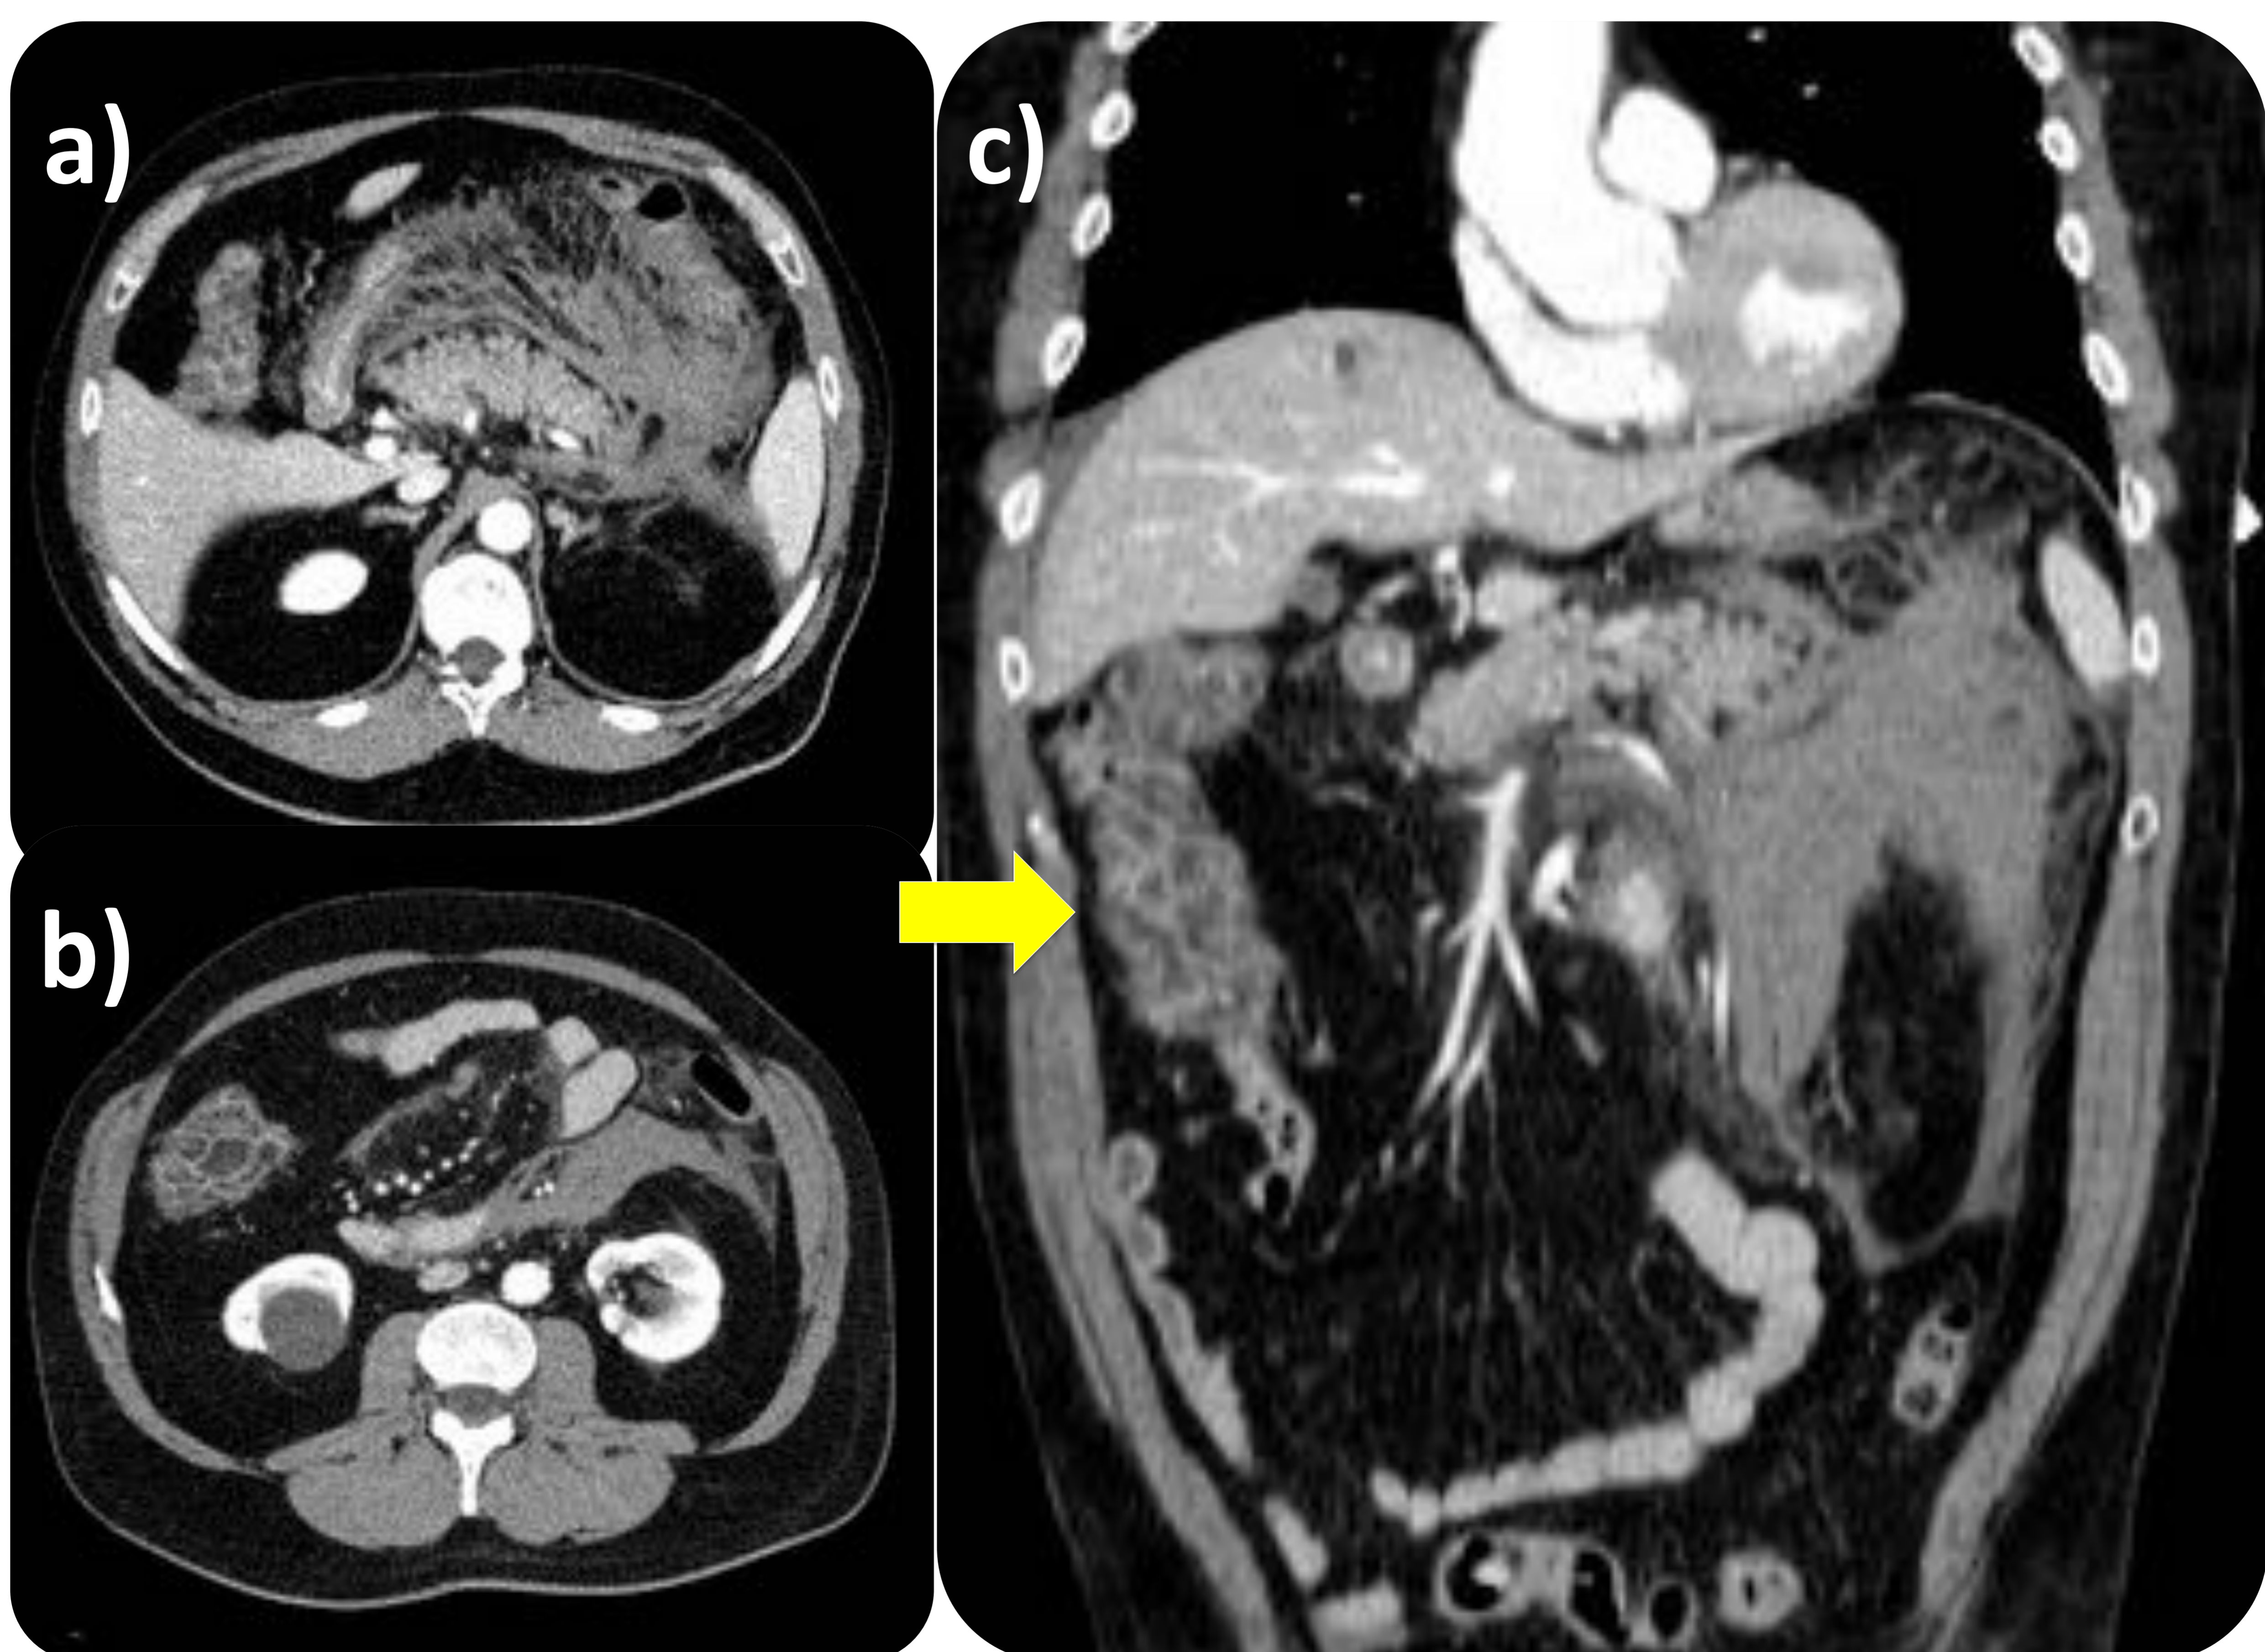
Paciente de 55 años sin antecedentes de interés, que acudió al Servicio de Urgencias por dolor centroabdominal sin náuseas o vómitos asociados. No refería traumatismo previo ni estar bajo tratamiento anticoagulante. Análítica: hemoglobina de 9,6 g/dl, resto sin otras alteraciones. Fig. 7a y b) imágenes axiales de TC abdominopélvico con contraste iv. que muestra un marcado aumento de densidad y trabeculación de la grasa mesentérica que se extiende por el espacio parrarenal anterior izquierdo, compatible con hematoma mesentérico. No se apreciaban imágenes sugestivas de aneurisma ni áreas de sangrado arterial activo. Fig. 7c) reconstrucción multiplanar coronal de TC abdominopélvico con contraste iv. que demuestra el hematoma mesentérico así como un engrosamiento de la pared del colon ascendente con hipercaptación de la mucosa que sugiere colitis por bajo gasto (flecha).
